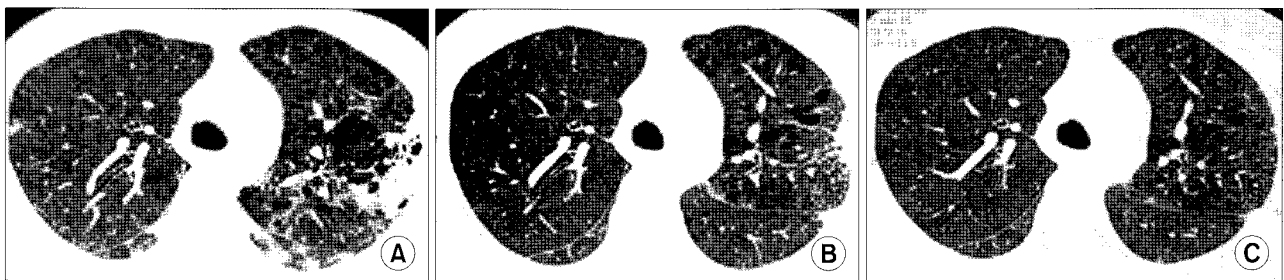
Initial CT (A) shows extensive consolidation, peripheral micronodularity and tiny multiple cystic changes. In the 2 months and 6 month later chest CT (B & C) the consolidation was improved but micronodules and tiny, multiformed cysts did not show any change.
